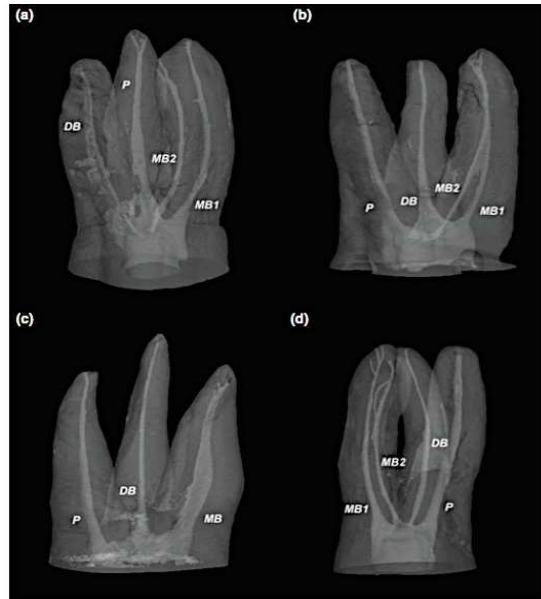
Exemples de reconstitution d'une première molaire obtenue à partir d'images provenant d'un CBCT montrant l'aire canalaire du canal MV1 (MB1) MV2 (MB2) disto-vestibulaire (DB) et palatin (P)
